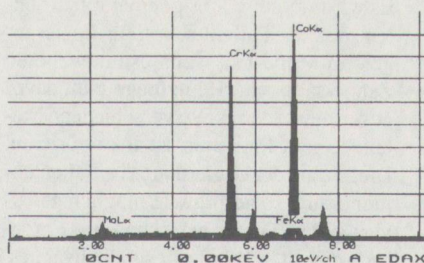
Röntgenspektrum einer Kobalt-Basis-Legierung
